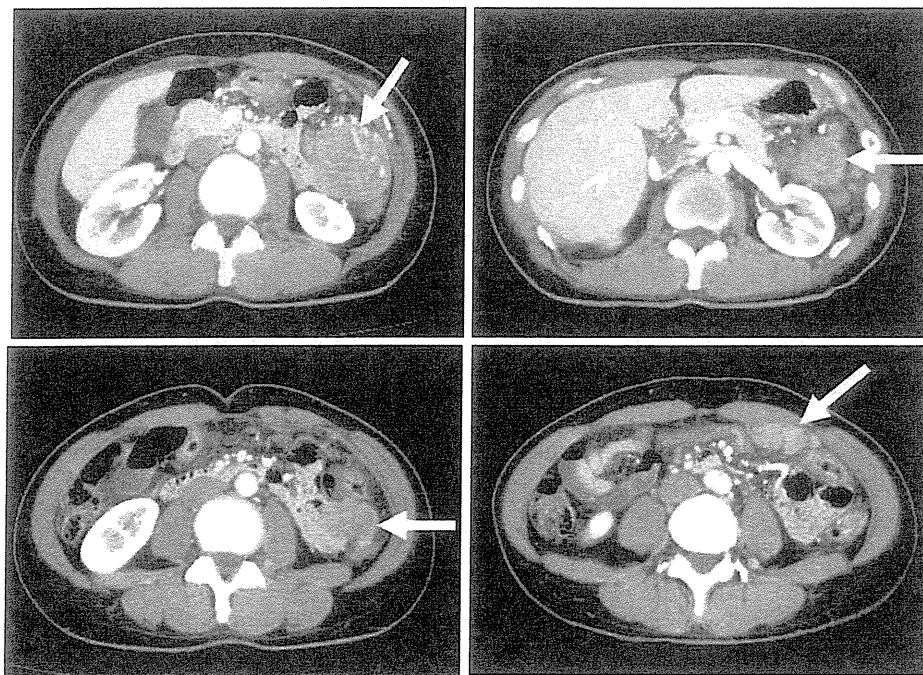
Abdominal CT scan shows the main tumor.
